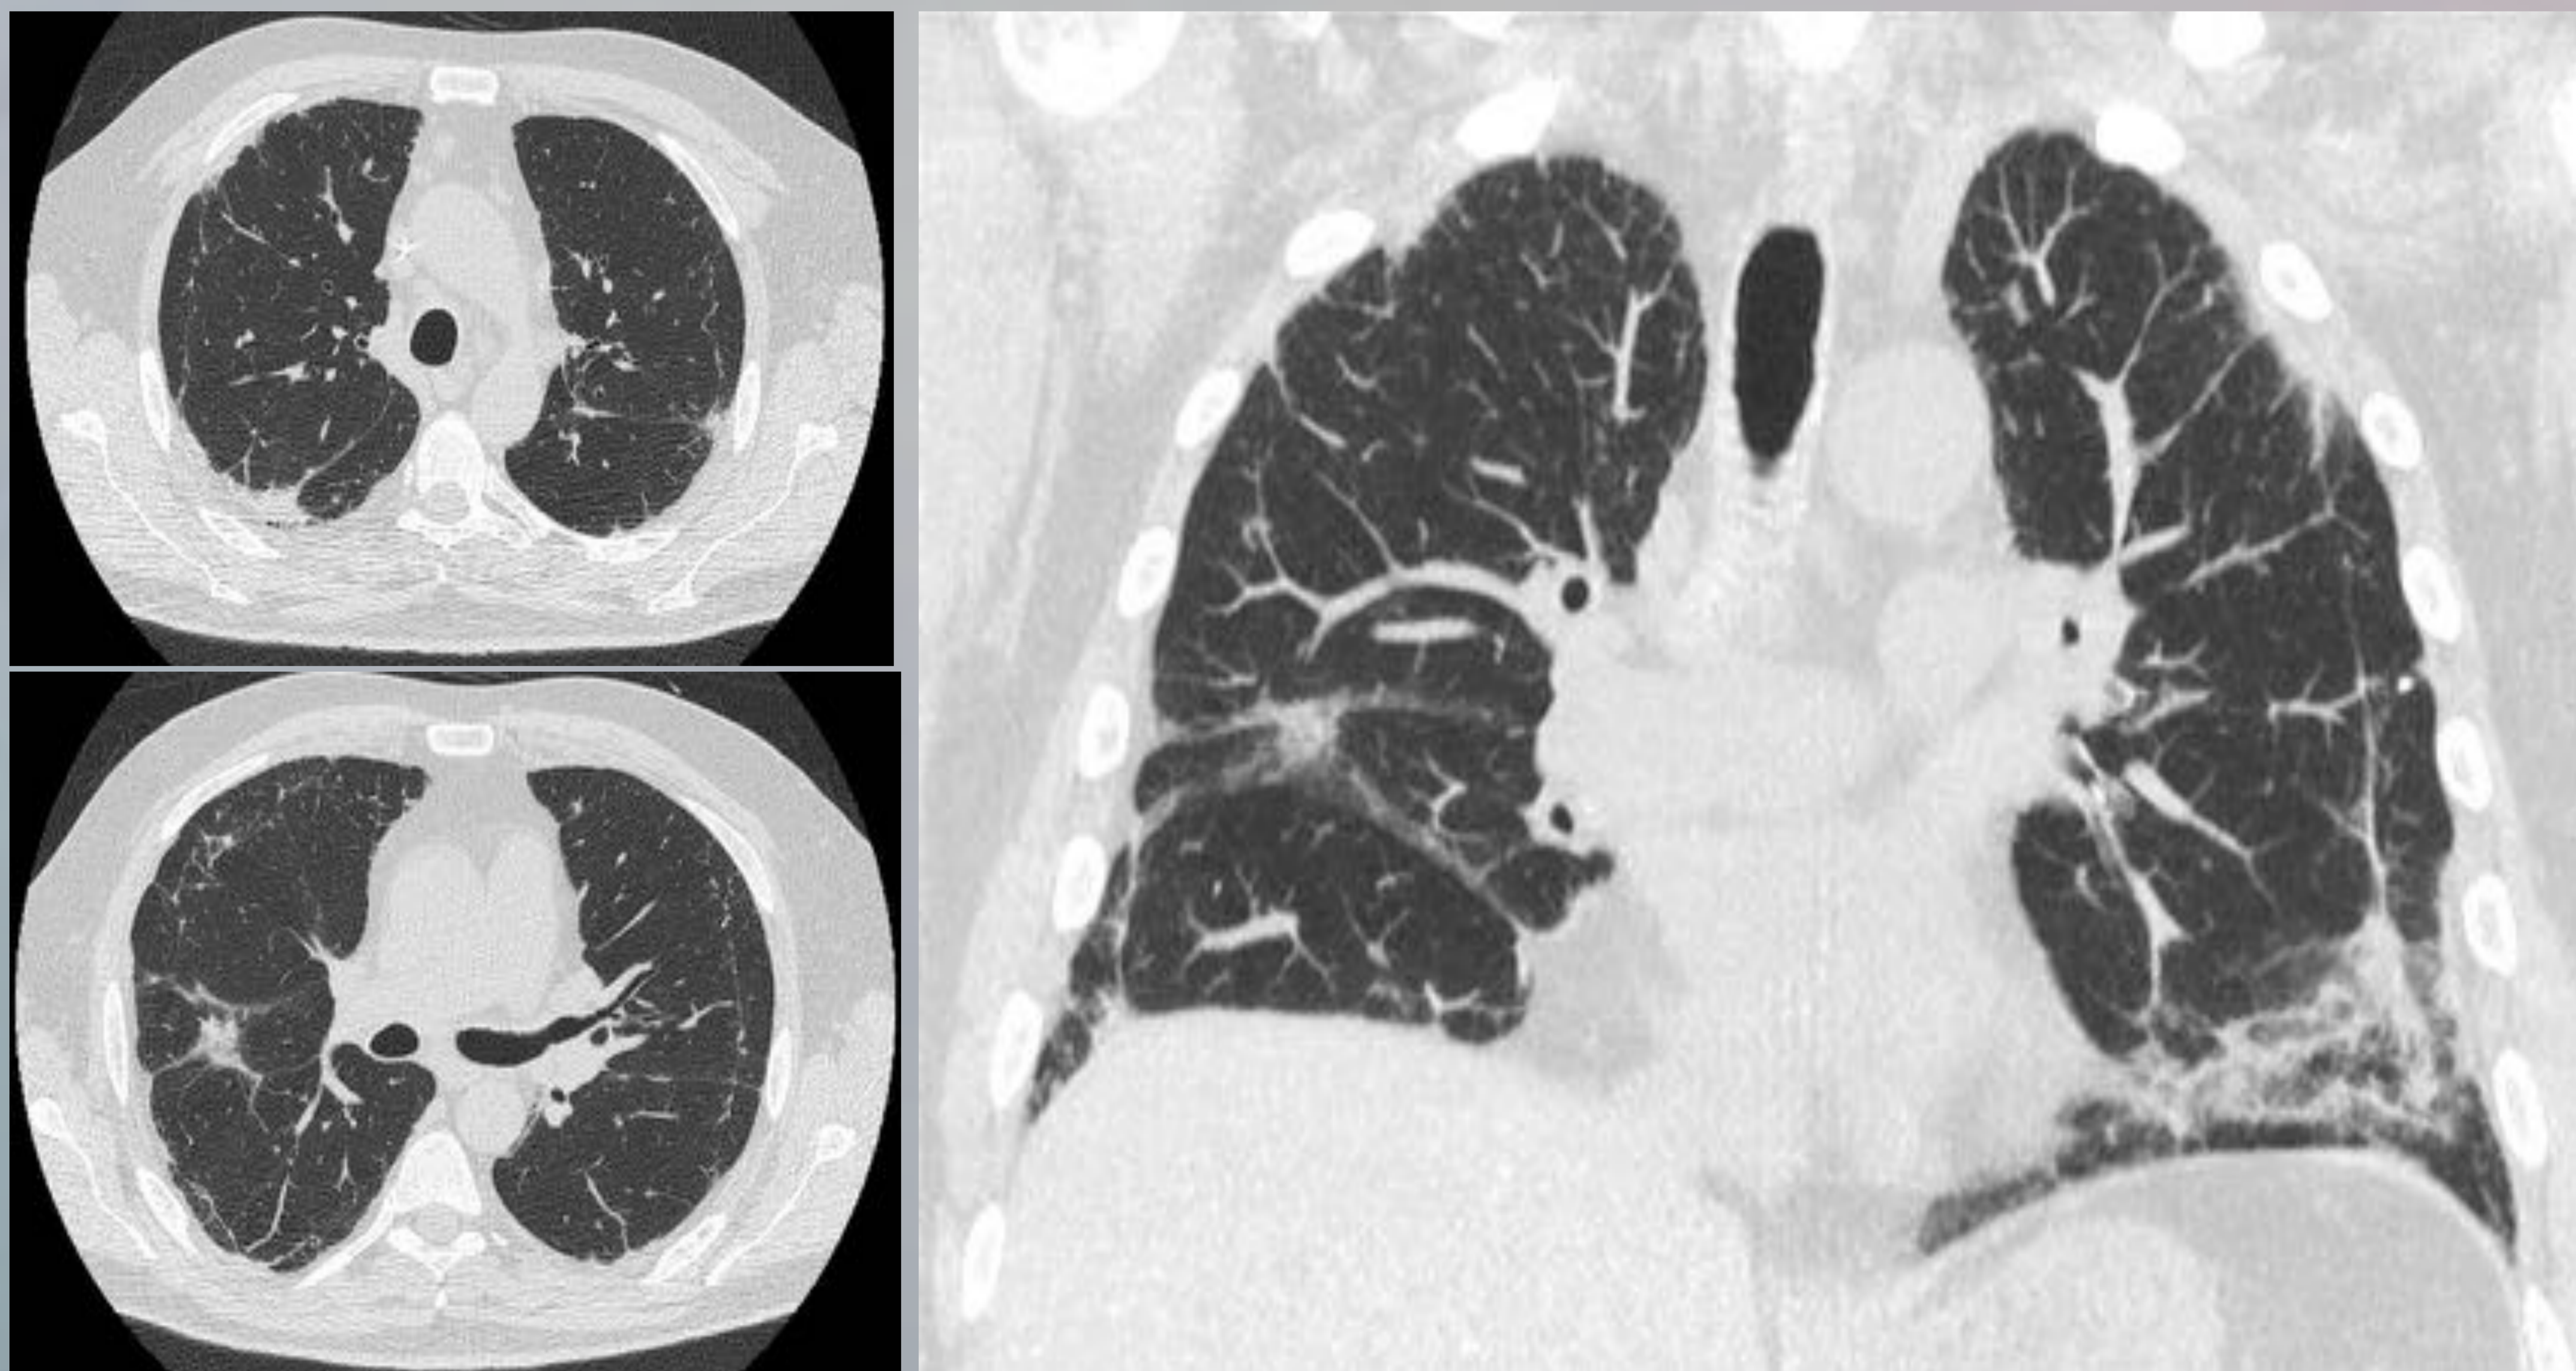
TC axial y coronal en ventana de pulmón
